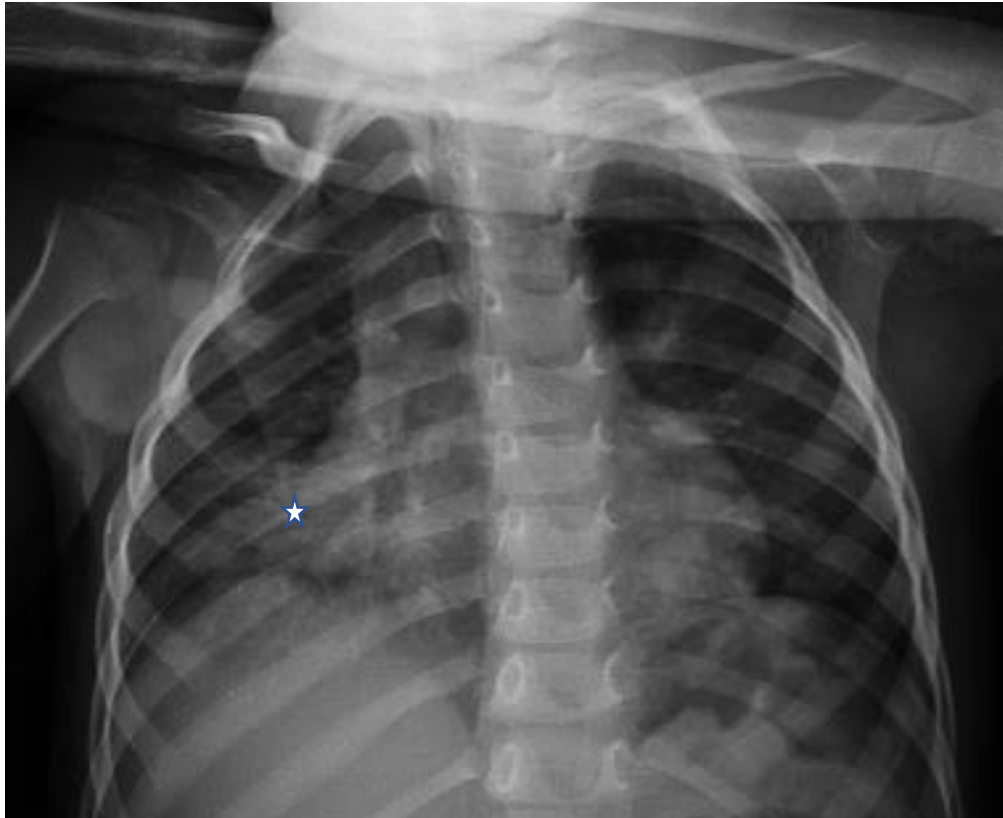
Radiographie thoracique de face d'un enfant de 4 ans, montre une opacité alvéolaire confluyente de topographie basale droite(★), en faveur d'une pneumopathie d'inhalation, dans un contexte d'intoxication aux hydrocarbures.
